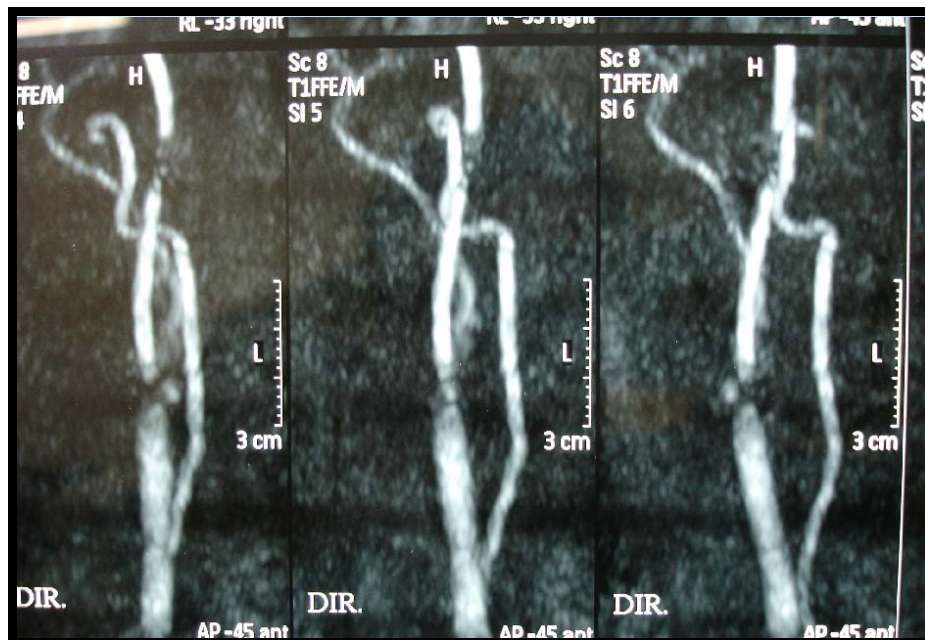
Angiografia por ressonância magnética demonstra estenose grave do bulbo carotídeo direito
